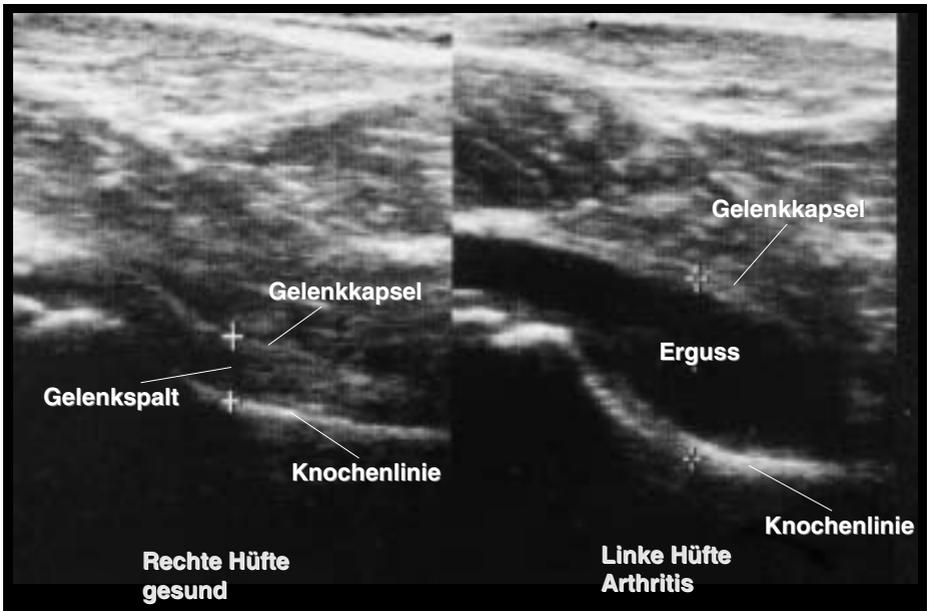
Sonografische Darstellung eines Ergusses im linken Hüftgelenk. Die Gelenkflüssigkeit stellt sich tief-schwarz dar, die Gelenkkapsel wird durch die vermehrte Flüssigkeit aufgedehnt.
